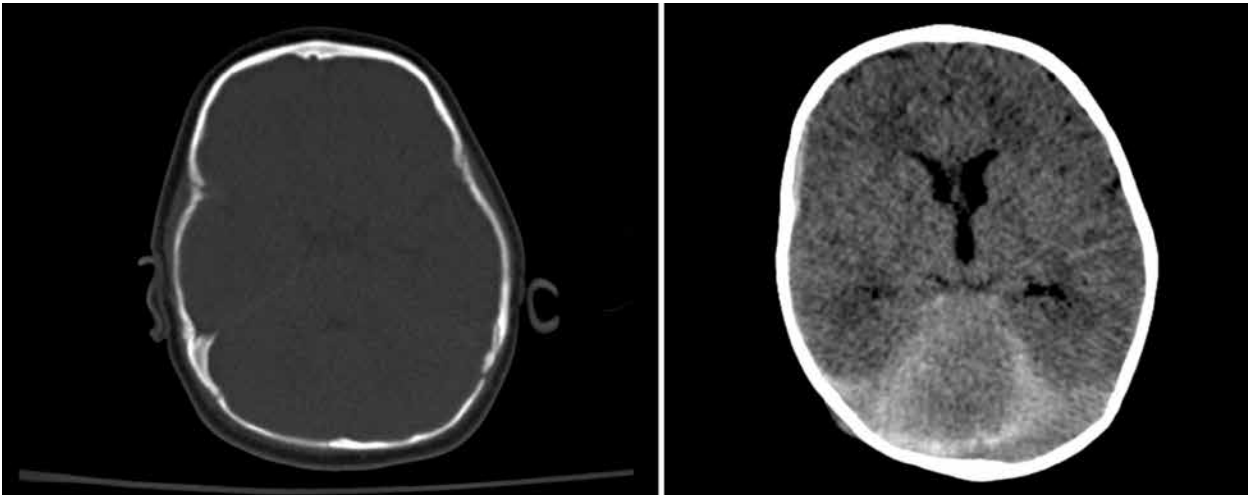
TAC craneal al ingreso del paciente.
